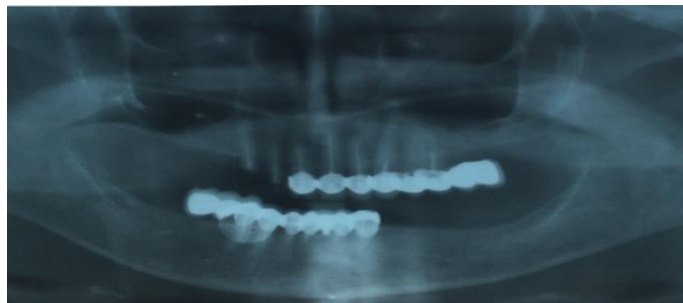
Ортопантомограмма до проведения операции дентальной имплантации
